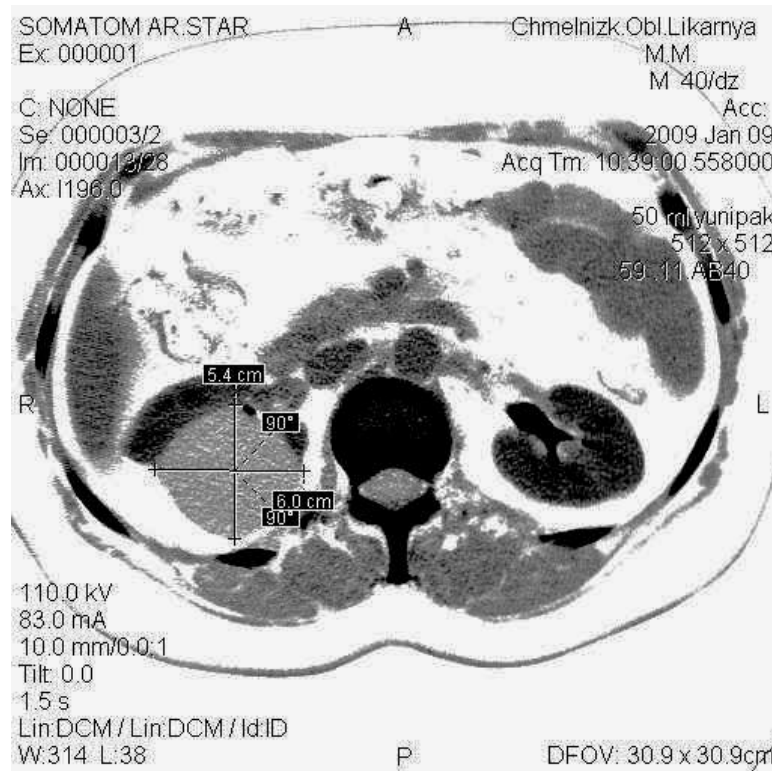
Комп'ютерна томографія хворого М., 54 роки
